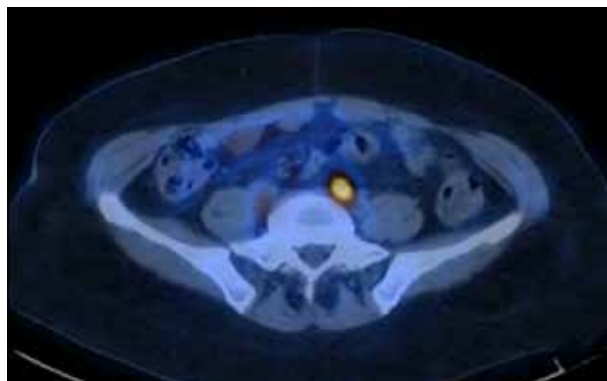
PETCT de pelvis con inyección intravenosa de dosis estándar de F18 FDG que demuestra persistencia de captura de FDG en las imágenes correspondientes a linfadenopatía iliaca común izquierda de 14 mm en tamaño con SUV máximo de 6,3.
